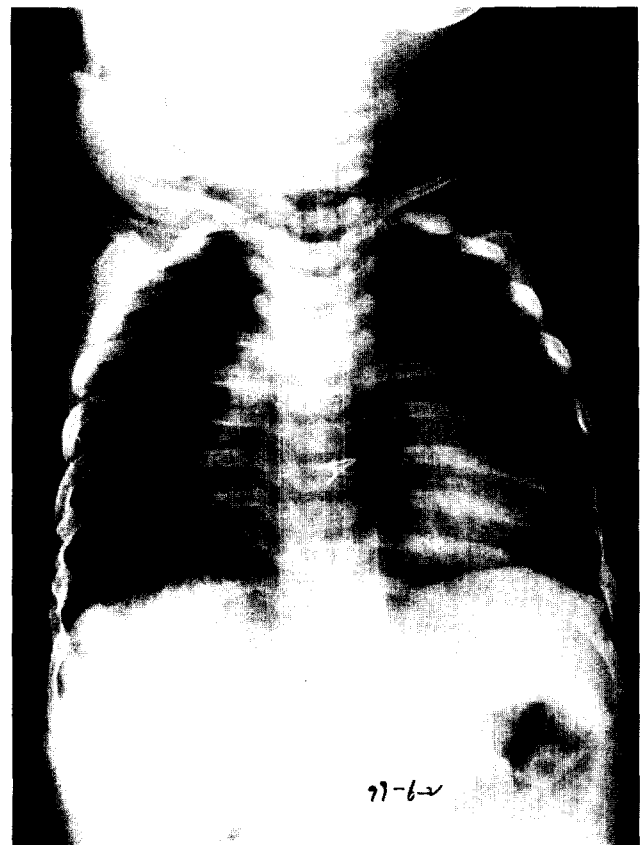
Follow up chest X-ray
